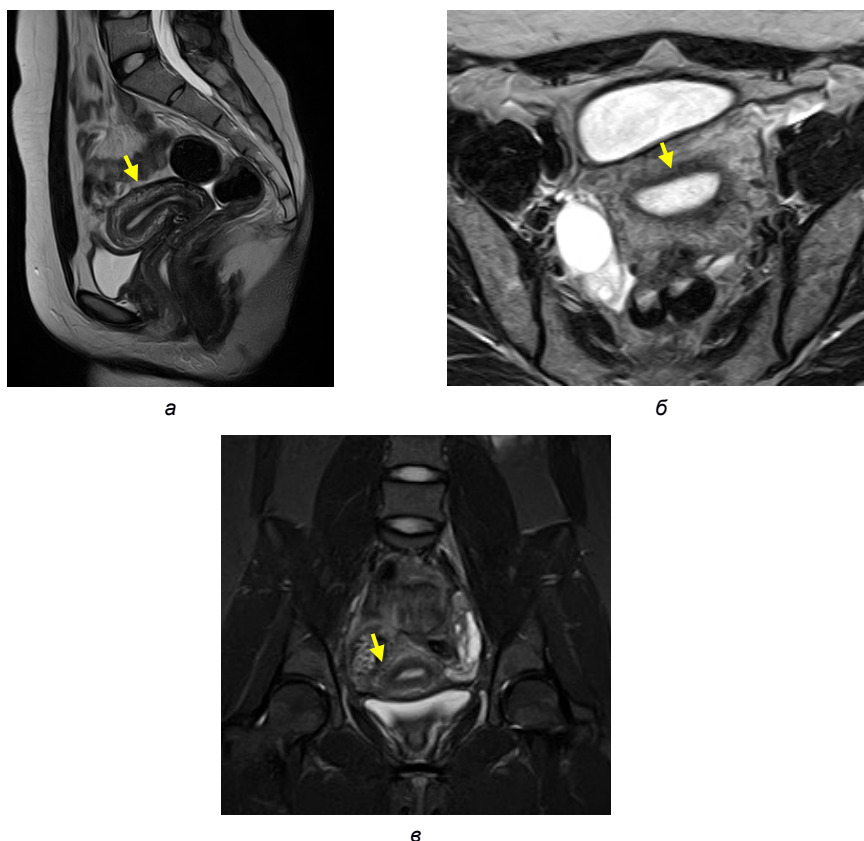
Магнитно-резонансное томографическое изображение тела матки в разных режимах и плоскостях сканирования: а – Т2 ВИ, сагиттальная плоскость сканирования; б – Т2 ВИ, аксиальная плоскость; в – Т2 ВИ, коронарная плоскость
